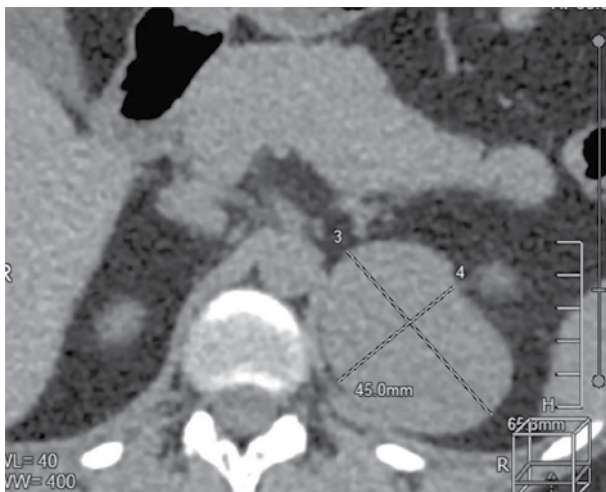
Объемное образование левого надпочечника по данным мультиспиральной компьютерной томографии
